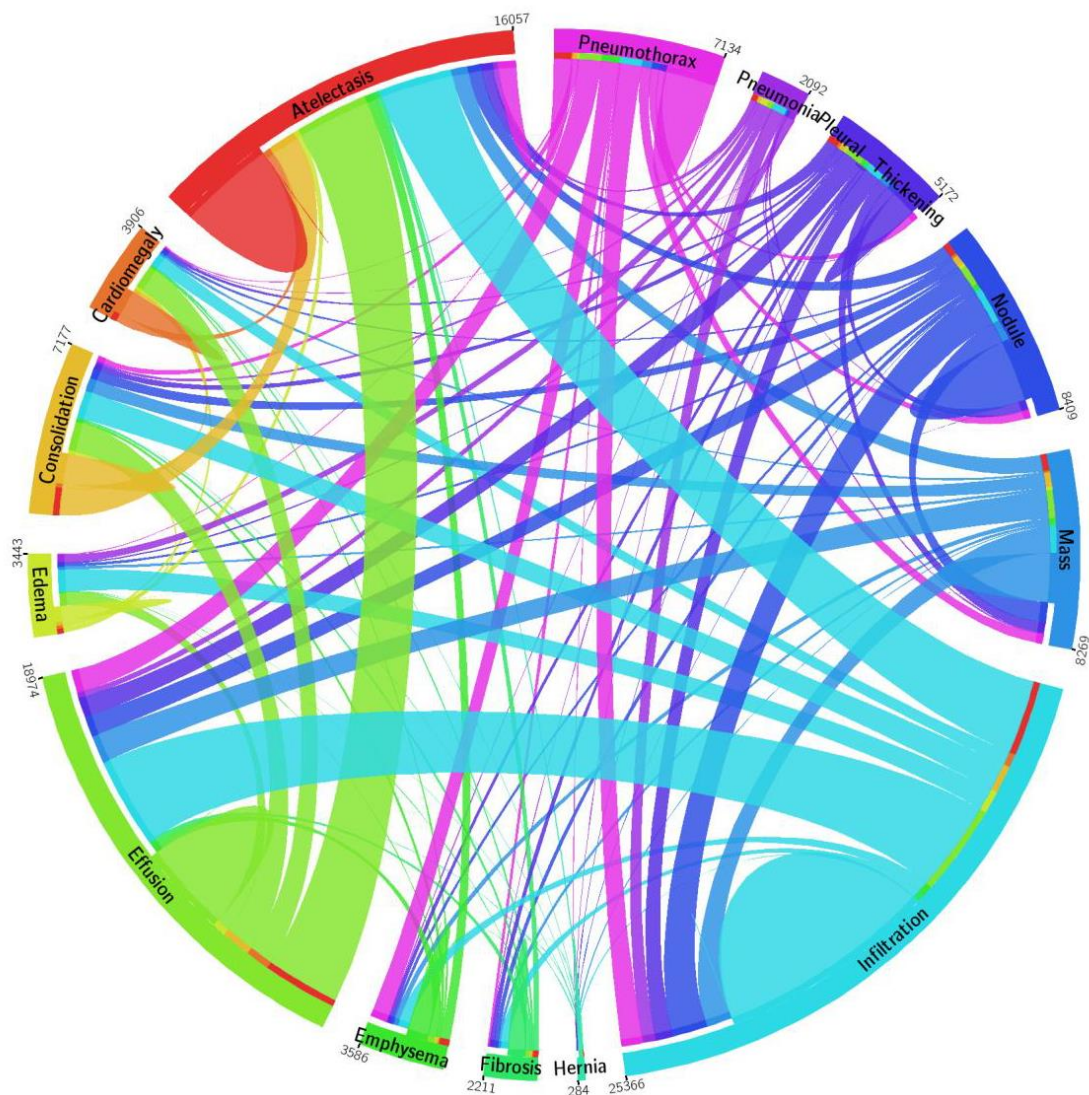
Количество экземпляров патологий в наборе данных “National Institutes of Health Chest X-Ray Dataset”.
